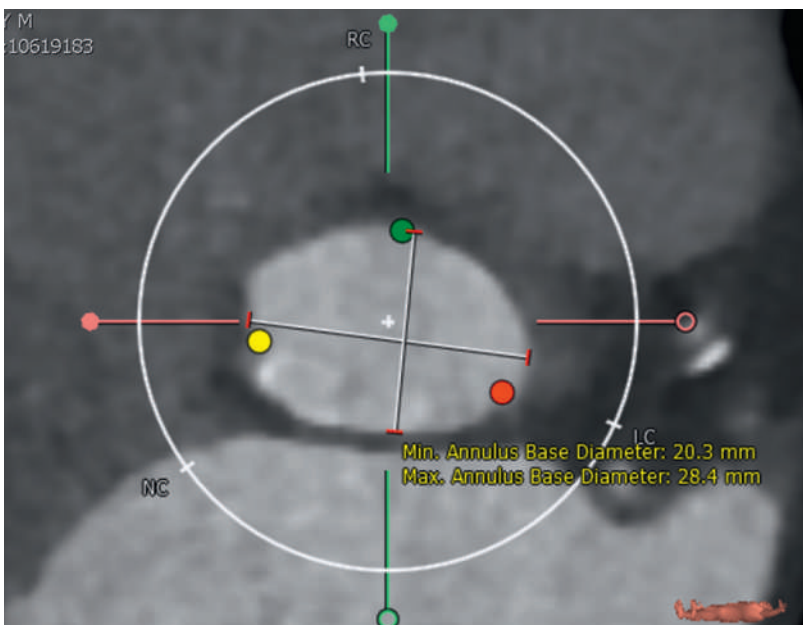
Mehrschicht-computertomographische Darstellung des linksventrikulären Ausflusstraktes vor Transkatheter-Aortenklappenimplantation. Beachte die ovale Form des linksventrikulären Ausflusstraktes (Abbildung von Dr. med. Thi Dan Linh Nguyen-Kim, Radiologie, UniversitätsSpital Zürich).
